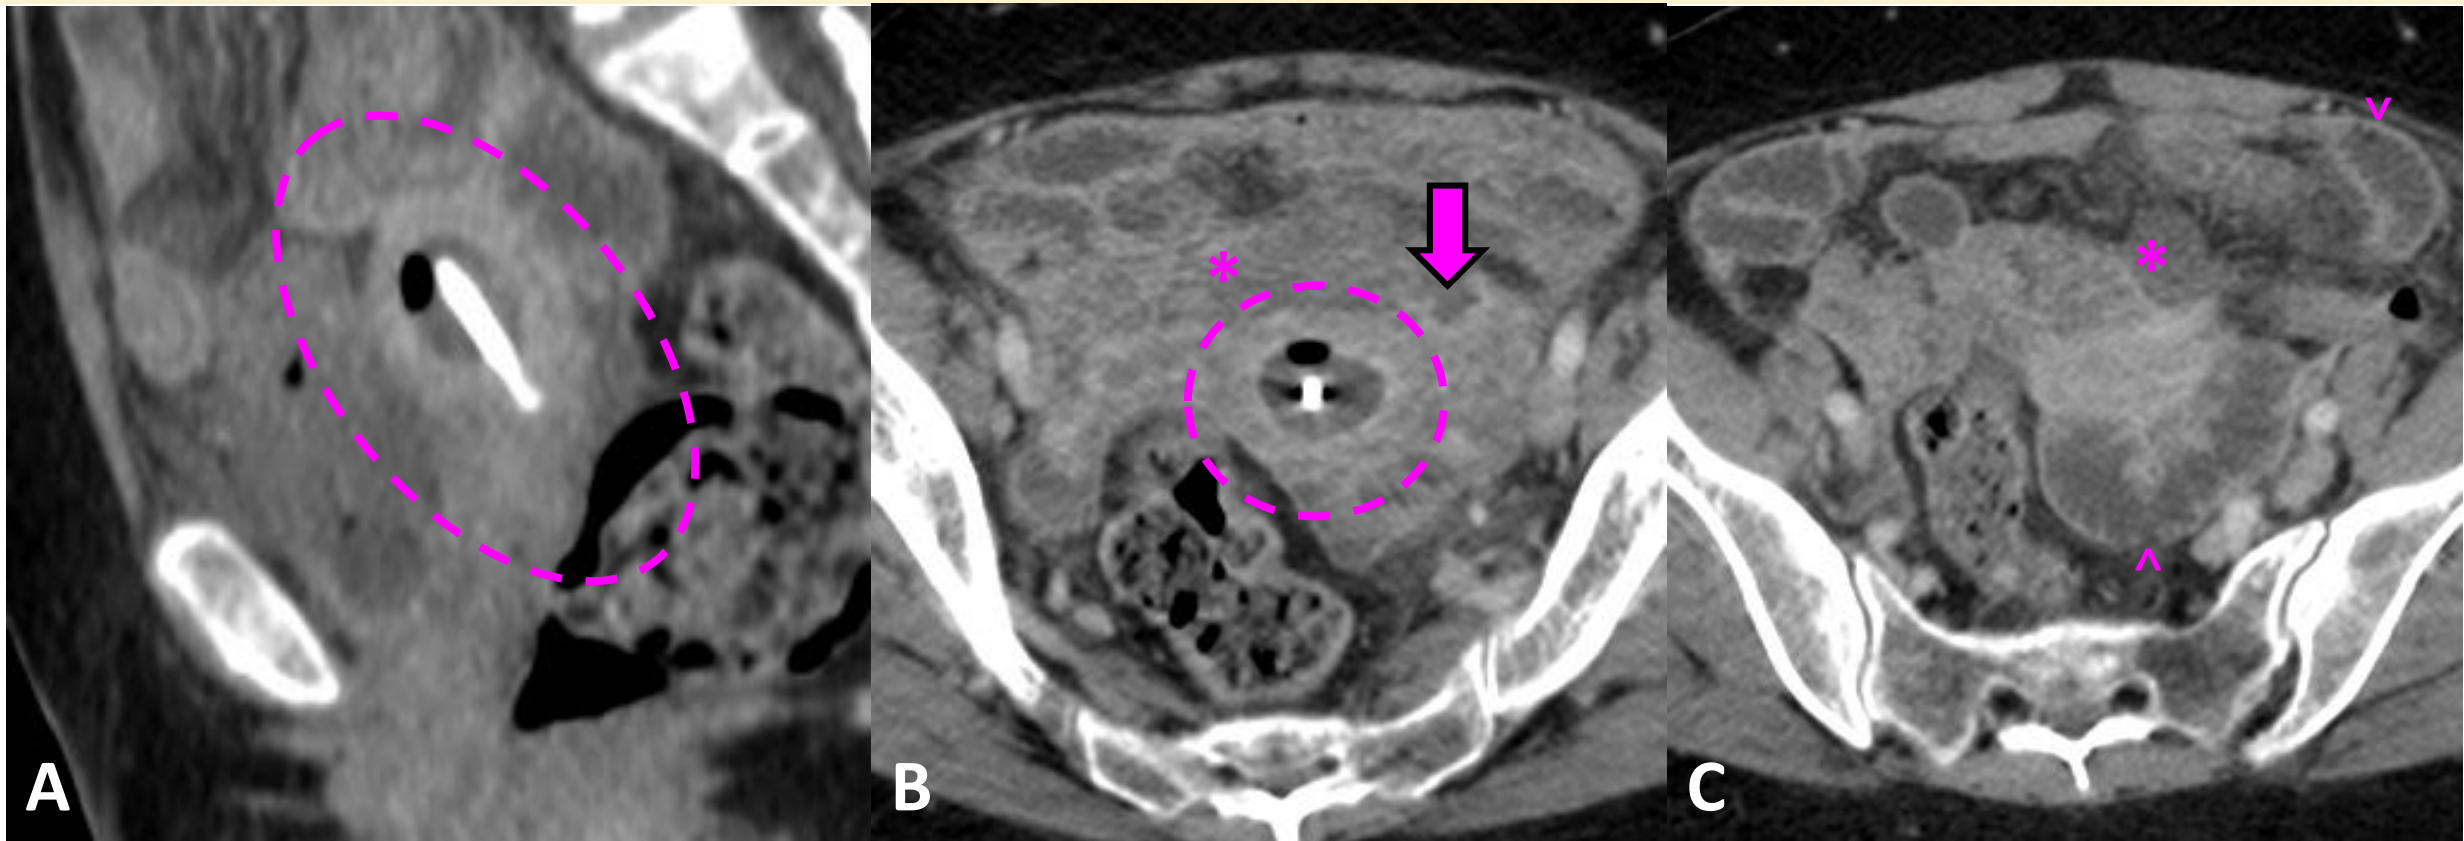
TC AP con CIV en fase portal, cortes sagital (A) y axiales (B, C). Distensión de cavidad endometrial con realce endometrial y contenido hidroaéreo compatible con PIOMETRA (circunferencia discontinua), piosálpinx izquierdo (flecha), estriación de la grasa y líquido libre en cavidad pélvica (asterisco). Distensión de asas como cambio inflamatorio por contigüidad (cabeza de flecha).
